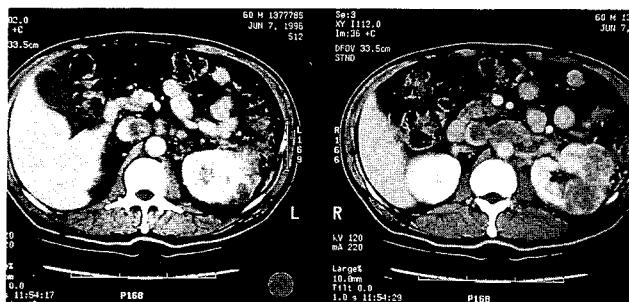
Preoperative abdominal CT shows mass on left kidney and thrombus in inferior vena cava
